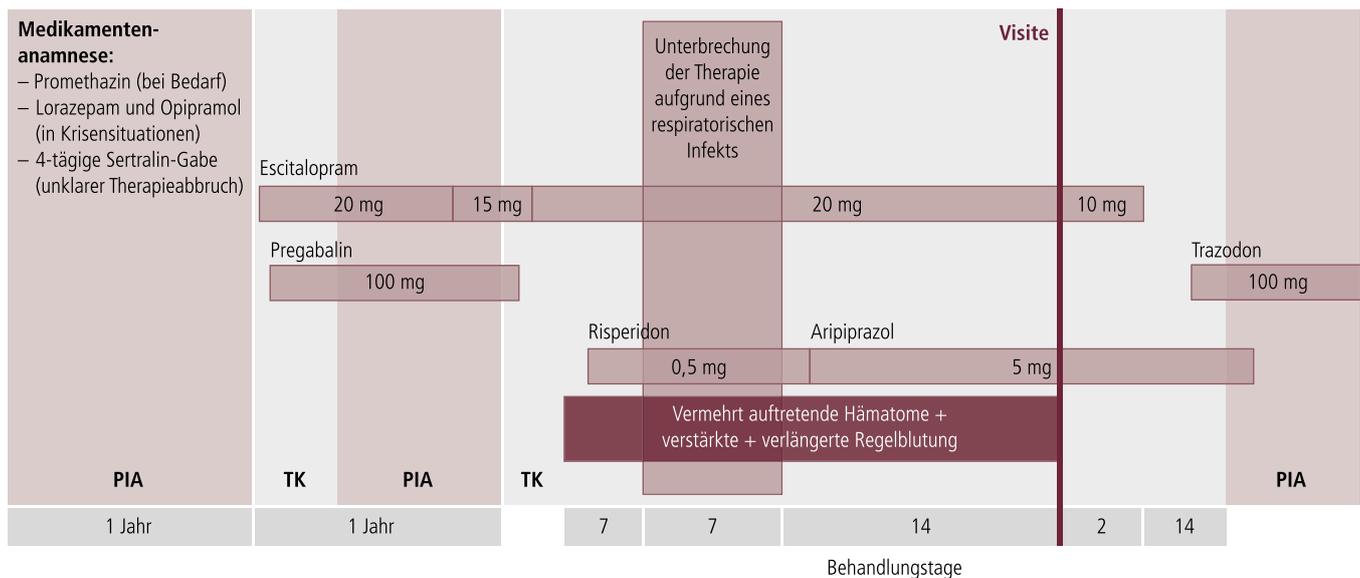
Übersicht zum Verlauf der medikamentösen Behandlung im dargestellten Fall; TK: Tagesklinik; PIA: psychiatrische Institutsambulanz
